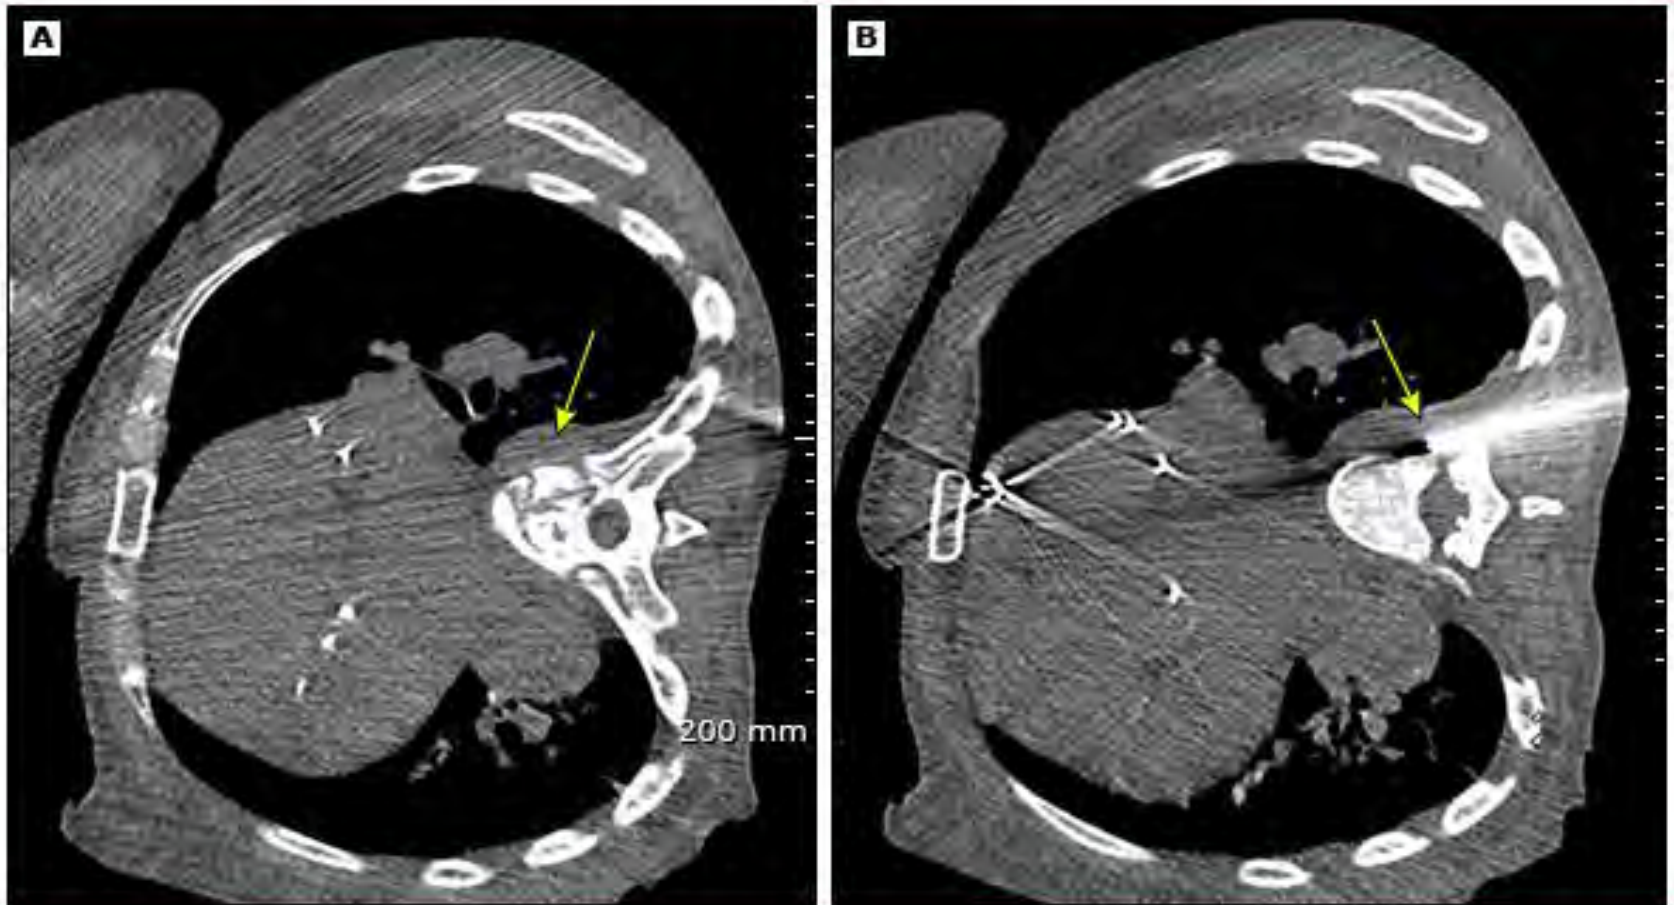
Image A is a CT scan with the patient in left decubitus position and shows a right-sided paravertebral abscess. Image B shows the tip of the needle as it advances toward the abscess.
